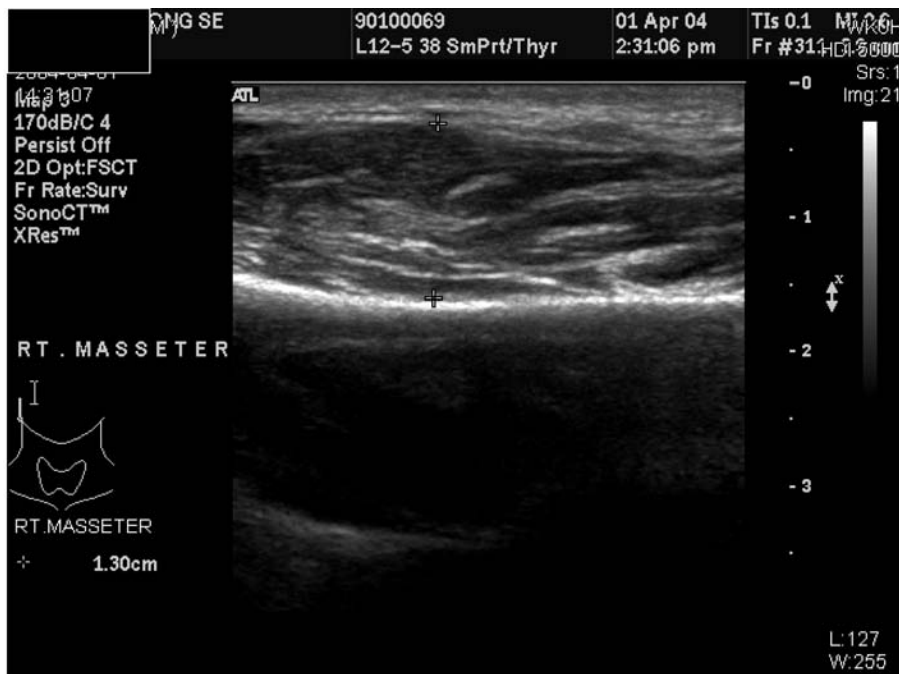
사각턱환자의 진단방법: Panorama, Skull PA, Masseteric muscles의 sonograph를 통하여 skeletal한 면과 muscle의 hypertrophy양상을 파악하고 수술과 Botulinum toxin injection단독여부를 확인 할 수 있다.
